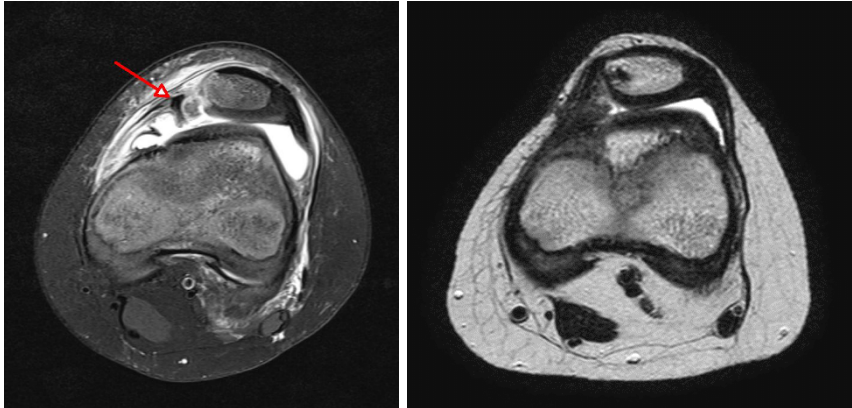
Ein 11-jähriger Junge mit einem osteochondralen Ausriss des MPFL nach lateraler Patellaluxation (Pfeil) und ein postoperatives MRT nach Refixation mit resorbierbaren Magnesiumschrauben (2.4mm, resorbierbare Magnesiumschrauben, Magnezix®, Syntellix, Hannover, Germany).
